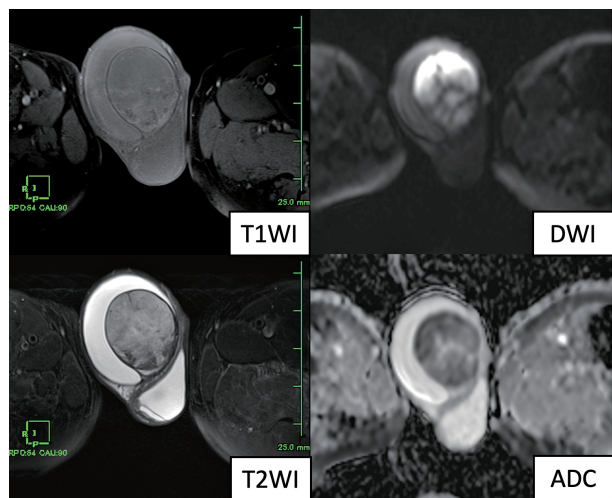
MRI shows low signal on T1WI, mildly high signal on T2WI, and high signal on DWI, together with low signal on ADC.
